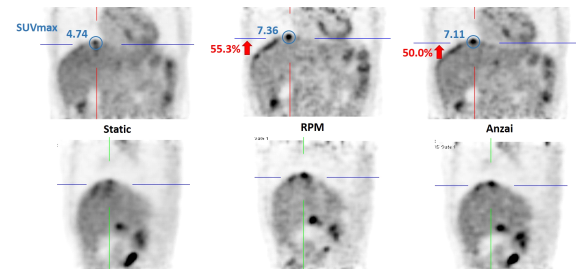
PET images are acquired using respiratory gating system in liver cancer patient.
